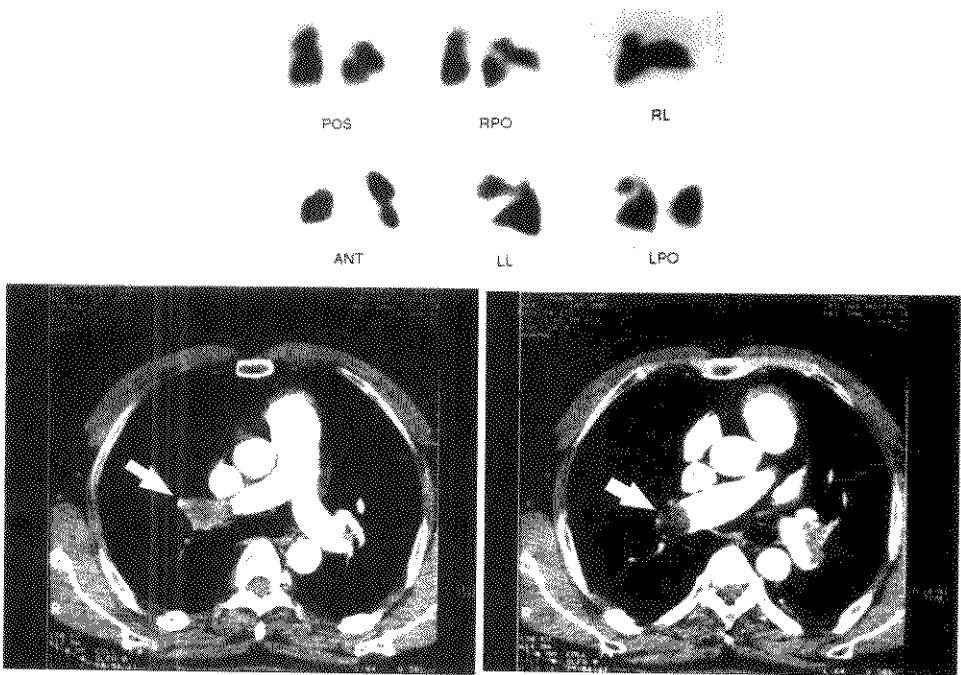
肺栓塞肺灌注显像与电子束 CT 对照图
